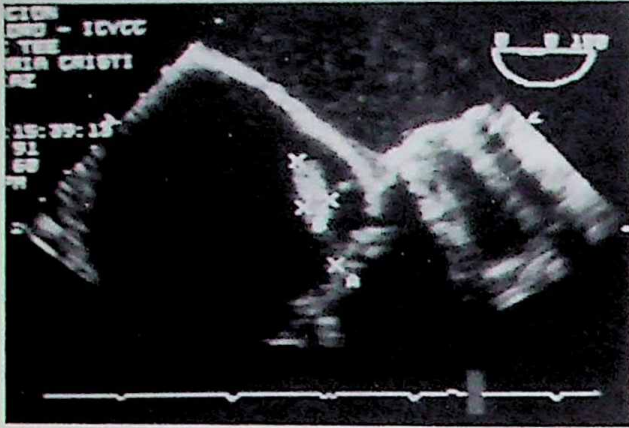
Ecocardiografía transesofágica: en el orificio auriculoventricular derecho se visualiza la prótesis biológica y pendiendo de ella una vegetación (cruces) de grandes dimensiones.
